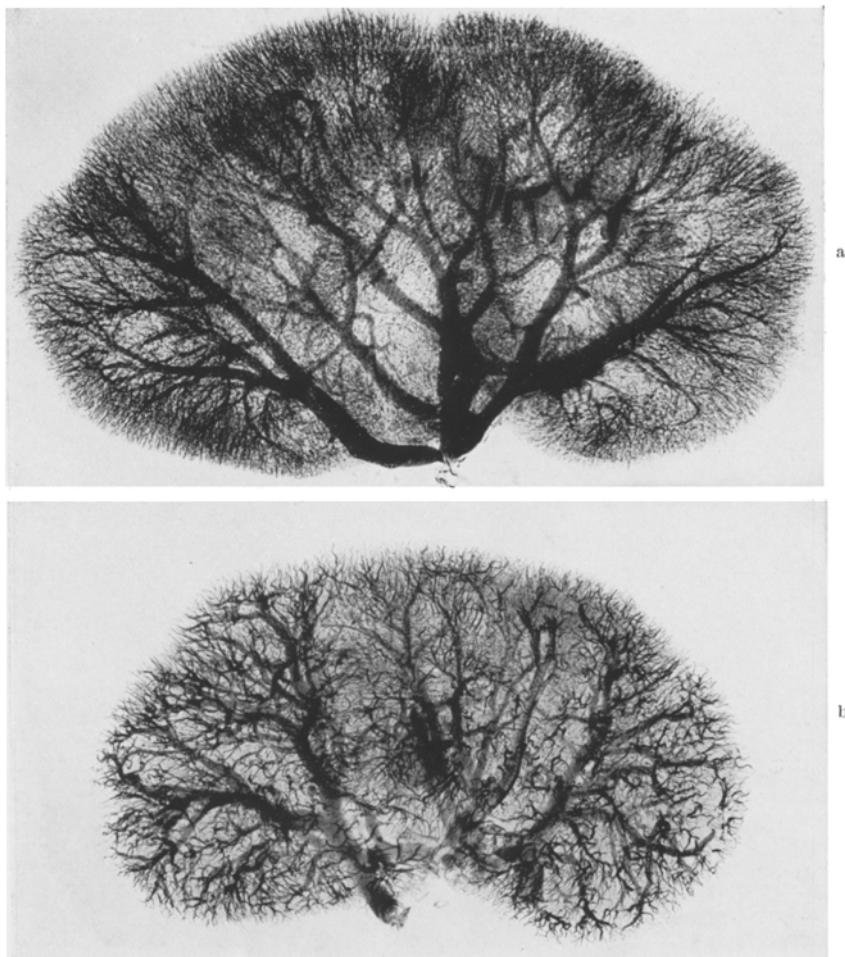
Röntgenbild des Gefäßbaumes der Niere a eines nieren- und kreislaufgesunden Menschen von 41 Jahren, b einer malignen Nephrosklerose (33 Jahre).
